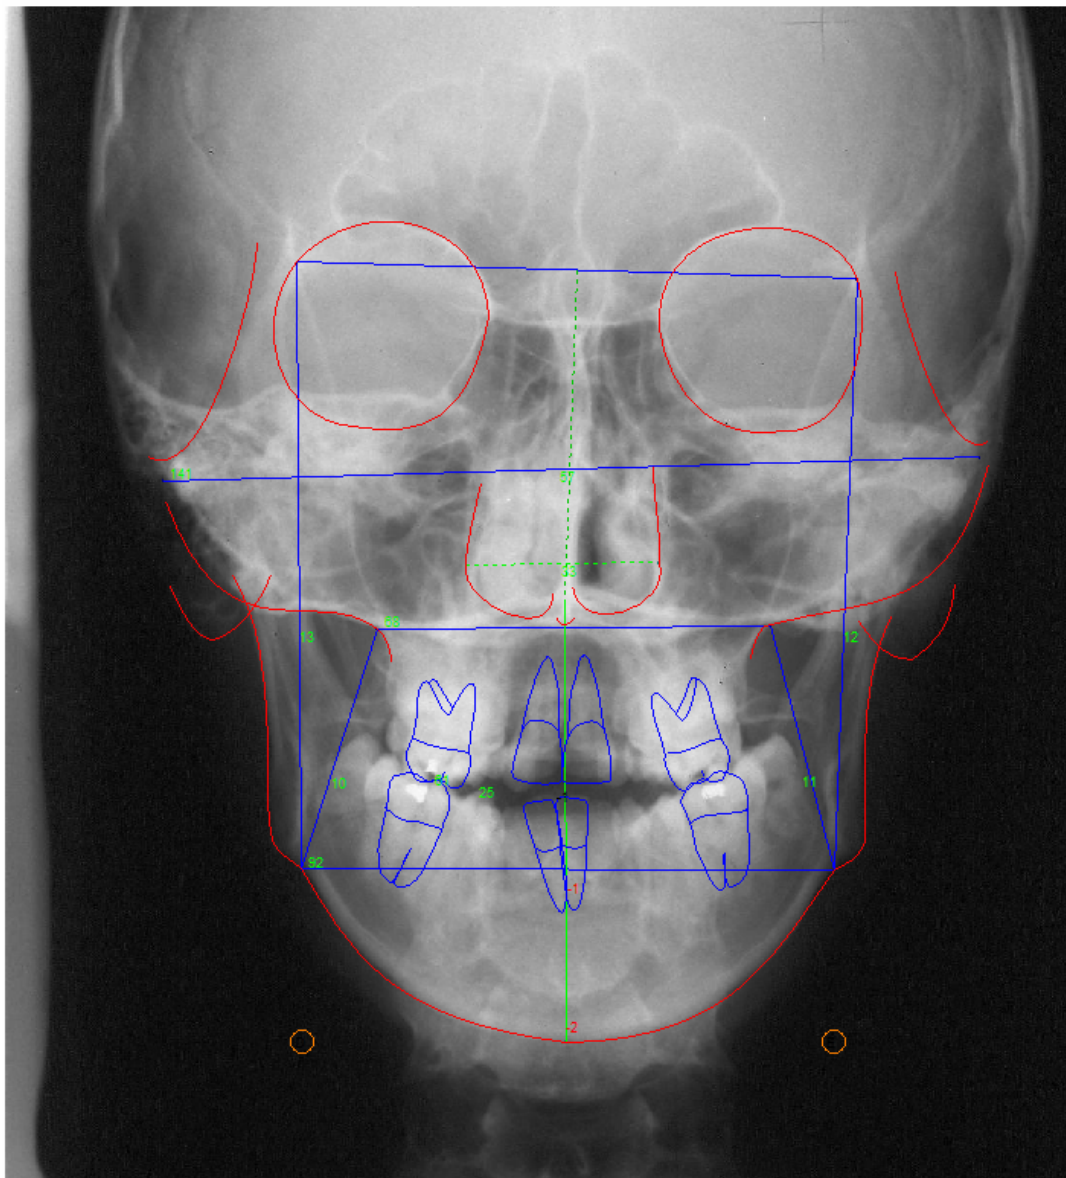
Telerradiografia em norma frontal pré-expansão (T1)
